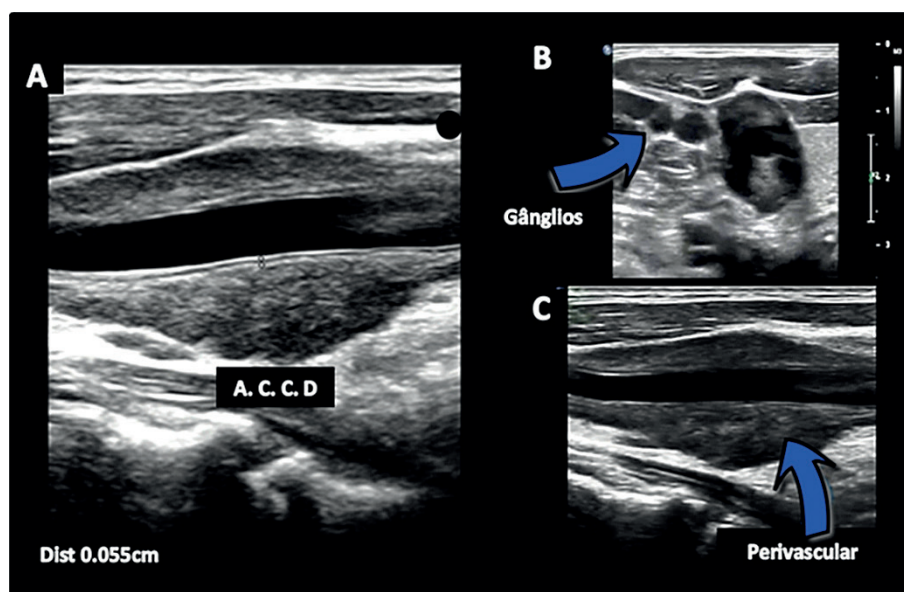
Ultrassonografia da artéria carótida comum direita demonstrando (A) espessura médio-intimal preservada no corte longitudinal. Nas imagens B e C (corte transversal e longitudinal), evidencia-se a presença de linfonomegalia cervical e espessamento perivascular, respectivamente. ACCD: artéria carótida comum direita.
